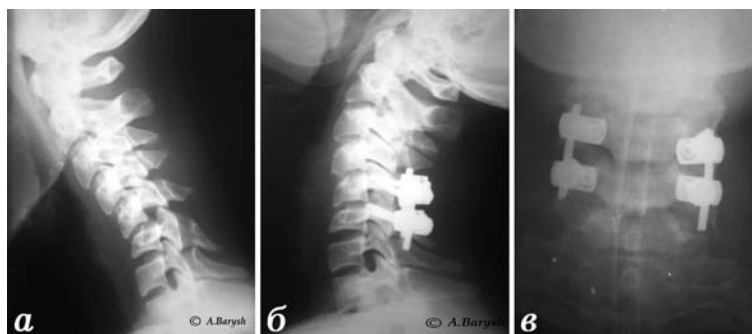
Фотоотпечатки рентгенограмм больной Э., которой выполнен задний моносегментарный цервикоспондилодез: а — рентгенограмма в боковой проекции при поступлении, через 1 мес после травмы; б и в — рентгенограммы в боковой и переднезадней проекциях через 6 мес после операции.
